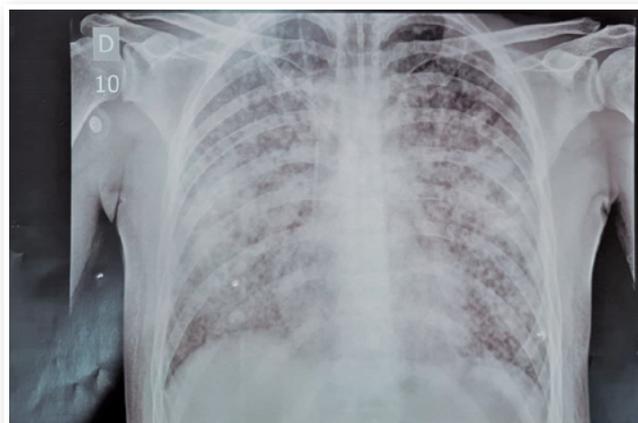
Radiografia de tórax anteroposterior apresentando infiltrado micronodular difuso bilateralmente.
